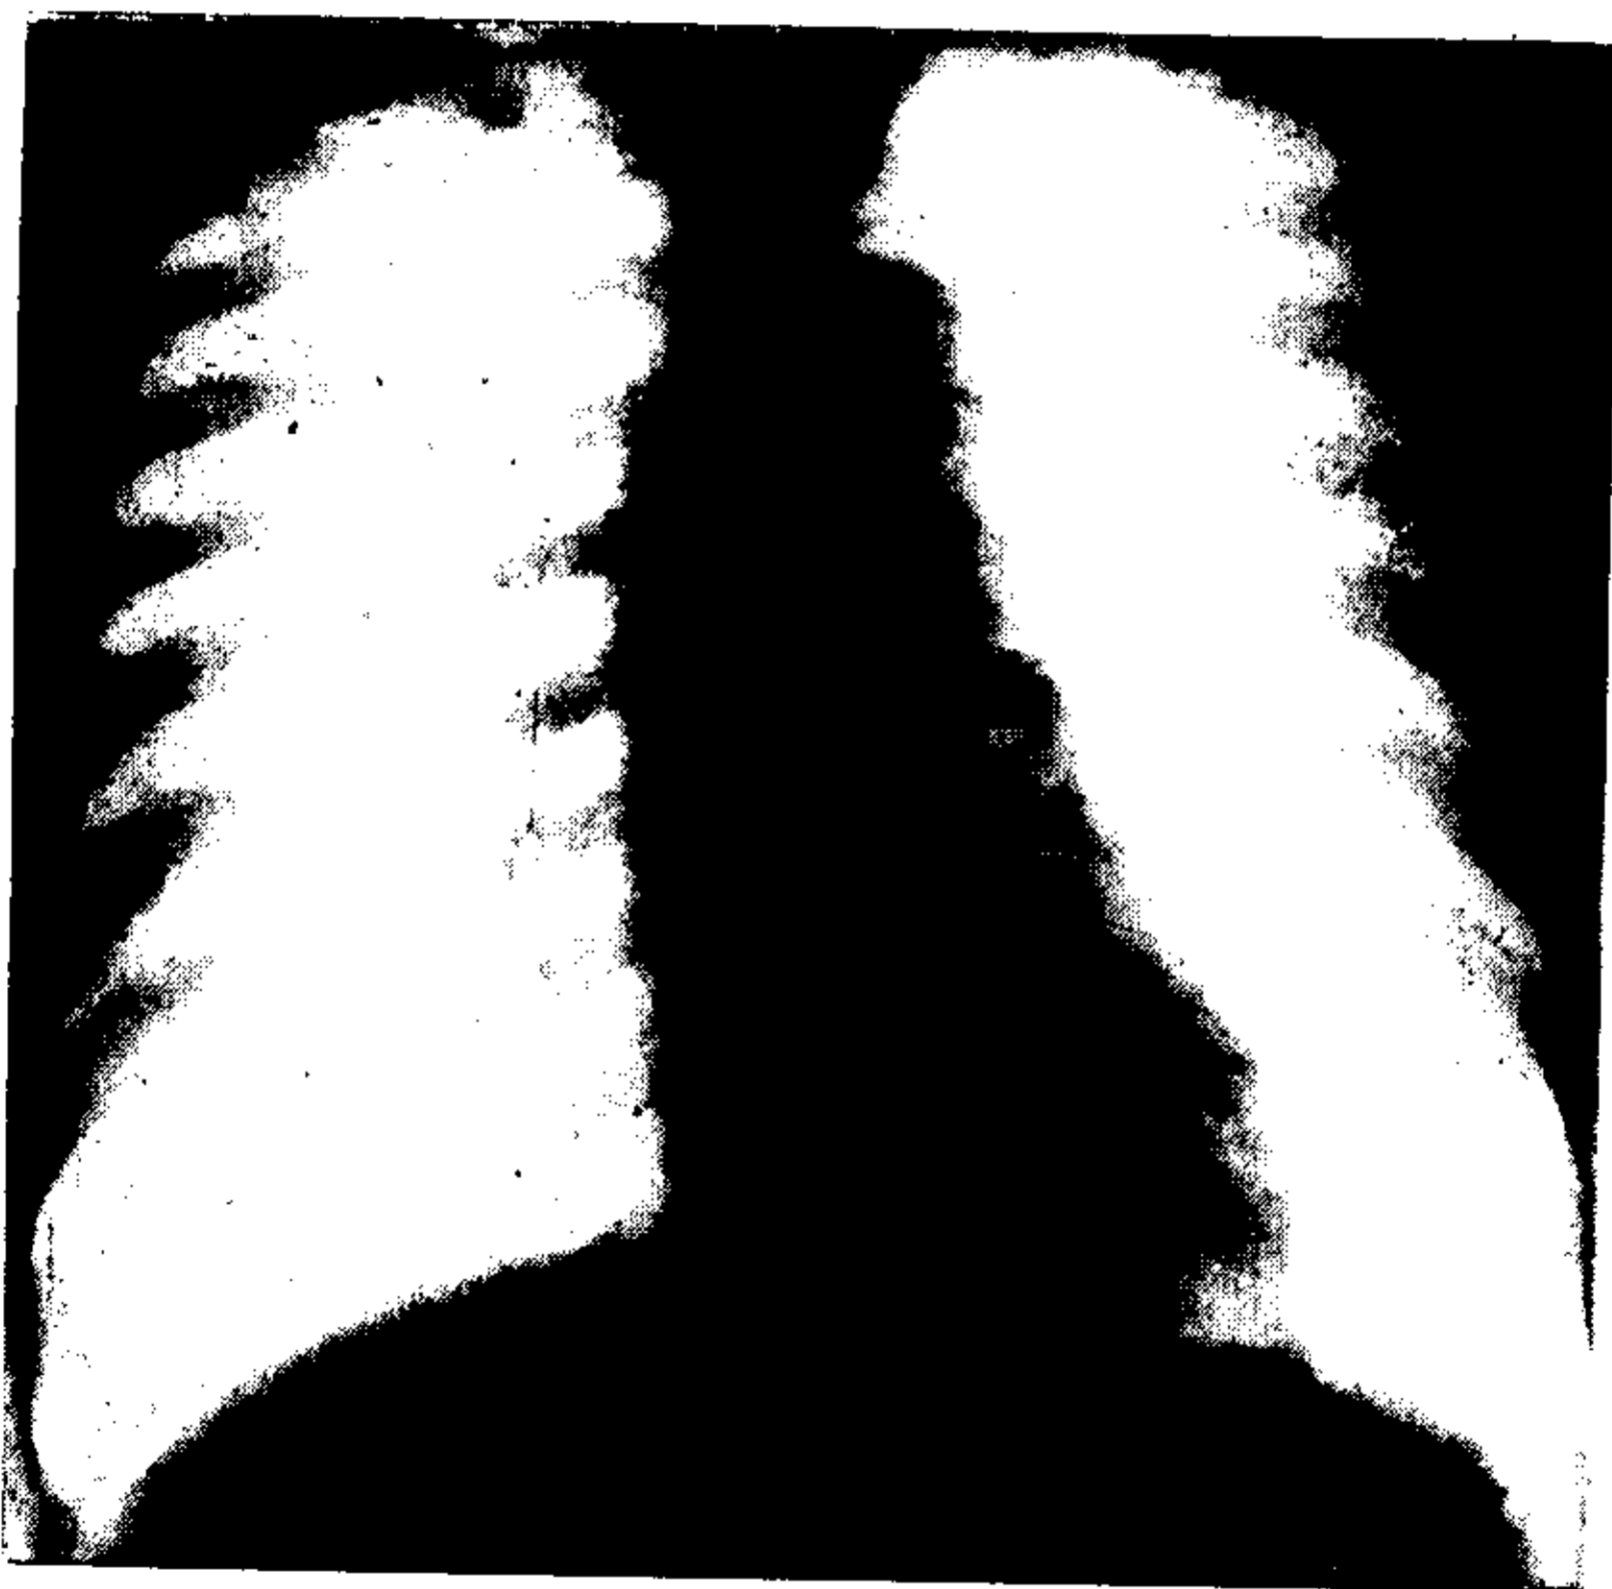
Radiografía penetrante de una heredo-luética sin signos de padecimiento aórtico. La aorta descendente está francamente deformada y dilatada.
